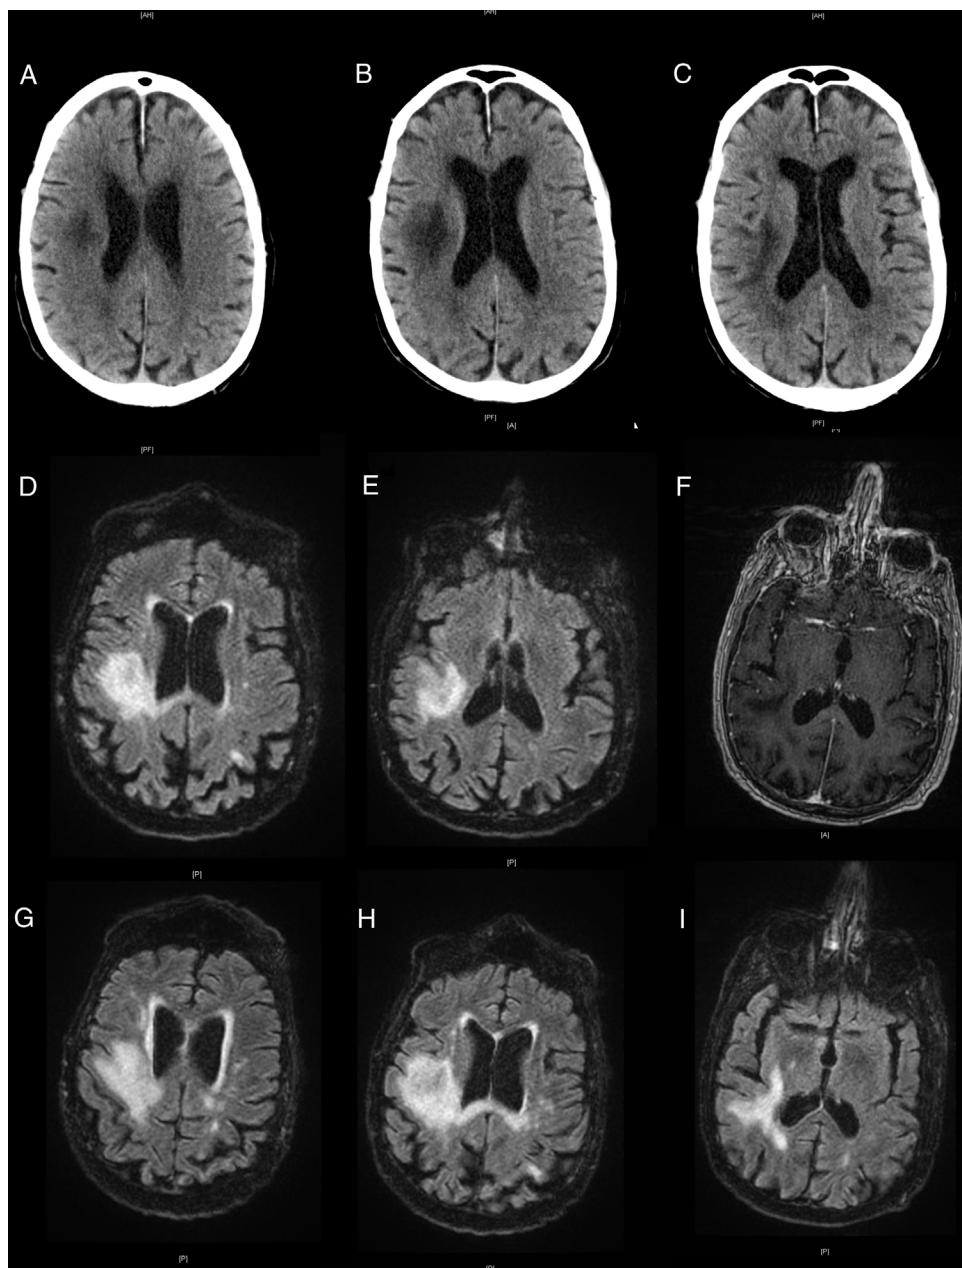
Evolución de la lesión en pruebas de imagen. TAC cerebral sin contraste que muestra hipodensidad hemisférica derecha (A), con progresión en TAC realizado una semana después (B y C). RM cerebral con lesión hiperintensa en secuencias T2-FLAIR (D y E), sin captación de contraste en T1 con gadolinio (F). Evolución posterior de las lesiones en T2-FLAIR (G-I).
